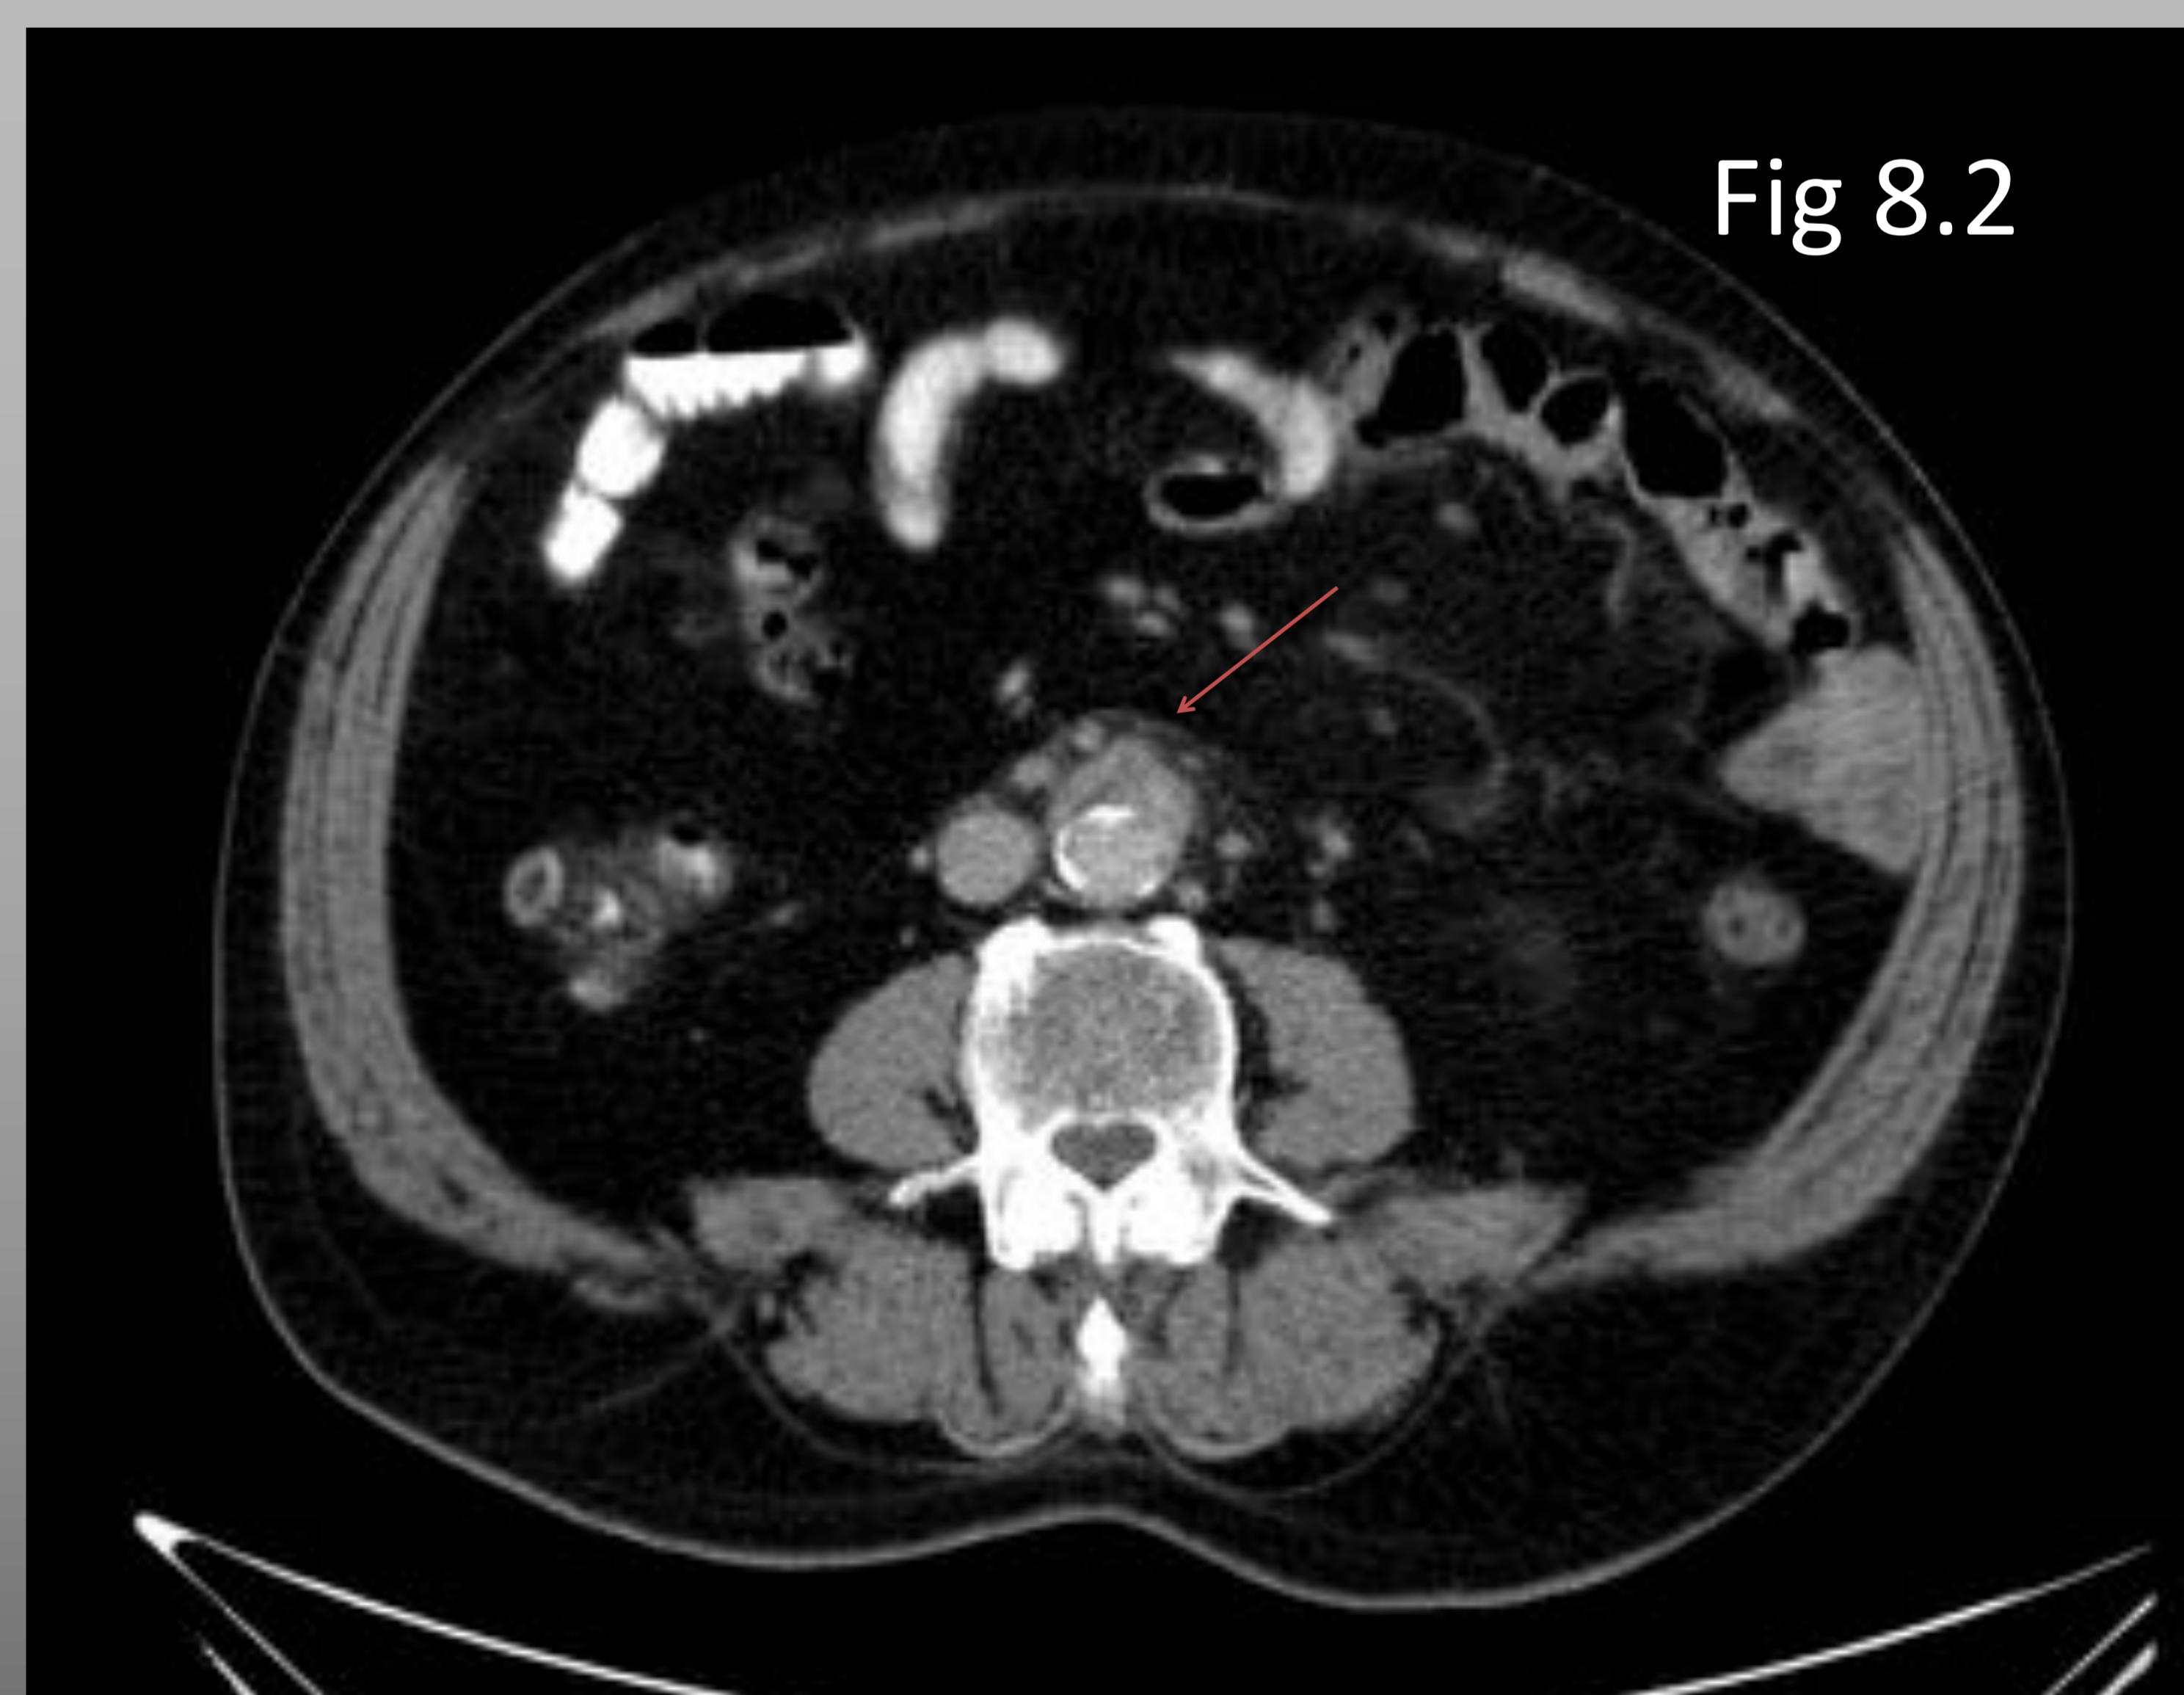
Aortitis. TC abdominopélvico con CIV (corte sagital Fig 8.1 y axial Fig 8.2). Ectasia focal de la aorta abdominal infrarrenal con tejido de partes blandas que rodea la cara anterior (flecha roja) así como pequeños ganglios.
